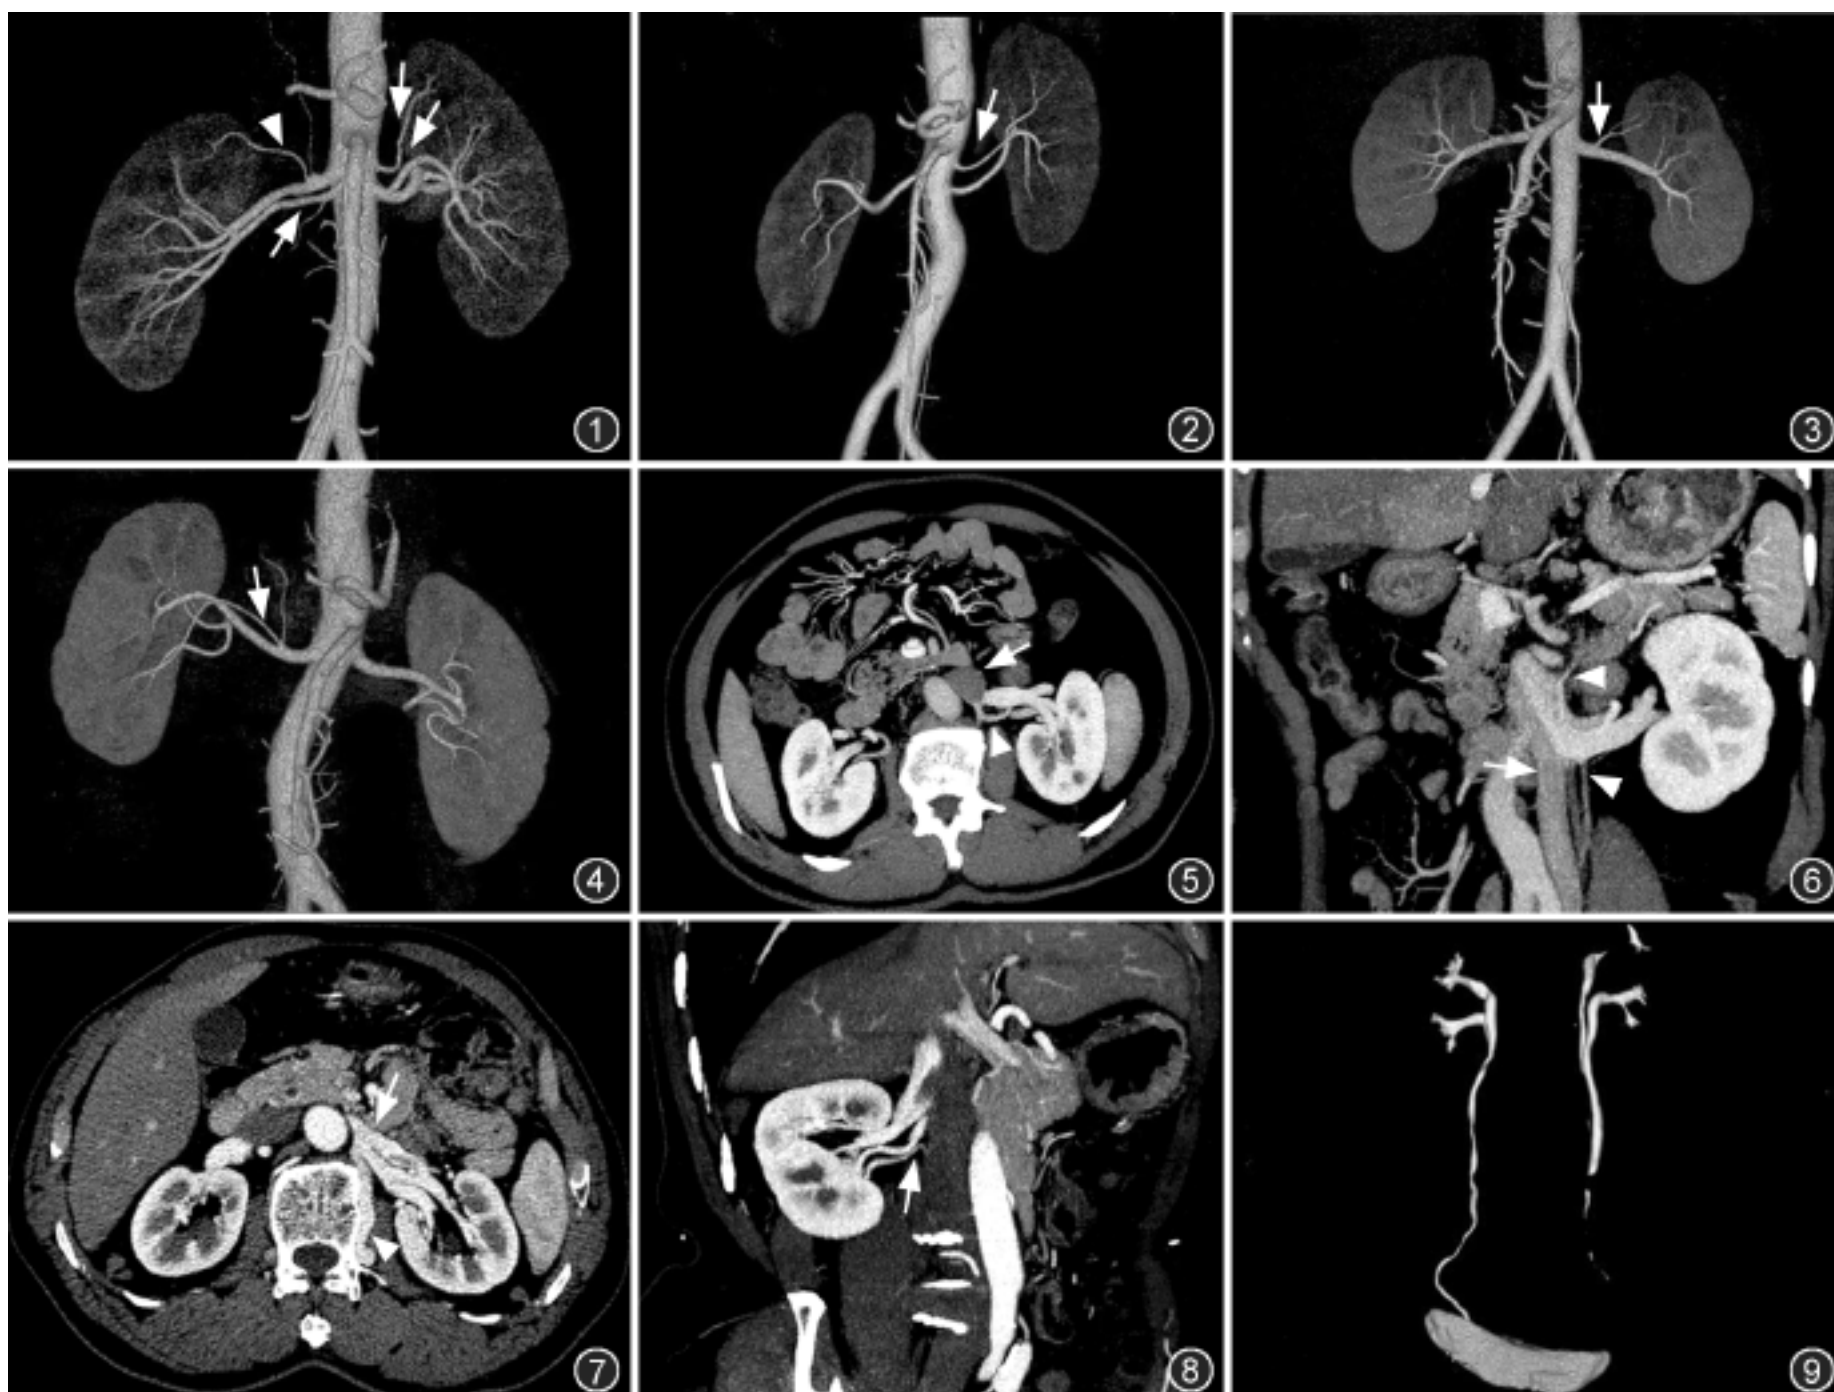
容积再现 (VR) 重组显像示左侧副肾动脉 2 条 (箭), 右侧副肾动脉 1 条 (箭), 但其上方肾动脉发出提前分支供应右肾上极 (箭头), 且右肾静脉主干较短, 行左肾切取术 图 2 VR 像示左侧副肾动脉 1 条 (箭), 右肾动脉未见异常, 行右肾切取术 图 3 VR 像示左肾动脉提前分叉 (箭), 左肾动脉主干长度约 0.9 cm。右肾动脉未见异常, 但右侧副肾静脉 1 条, 且主干较短, 仍行左肾切取术 图 4 VR 像示右肾动脉提前分叉 (箭), 右肾动脉主干长度约 1.0 cm。左肾动脉未见异常 图 5 薄层最大密度投影像示下腔静脉位于脊柱左侧 (箭), 见 1 条细小的左肾静脉分支 (箭头) 与腰静脉汇合后, 汇入左位下腔静脉, CT 血管成像 (CTA) 诊断为: 左位下腔静脉。因右肾动脉存在提前分叉, 行左肾切取术 图 6 薄层最大密度投影像示左肾静脉汇入左侧的下腔静脉 (箭), 下缘见性腺静脉汇入 (箭头), 肾上腺静脉汇入左侧下腔静脉, CTA 诊断为: 双下腔静脉。因右侧副肾动脉 1 条, 行左肾切取术 图 7 横断面薄层重组图像示肠系膜上动脉左侧左肾静脉主干长度 < 2.0 cm (箭), 且汇合处见一粗大腰静脉汇入 (箭头), CTA 诊断为: 左肾静脉汇合较晚。因右侧副肾静脉 1 条, 行左肾切取术 图 8 薄层最大密度投影像示右肾见一细小的副肾静脉存在 (箭) 图 9 VR 像示双侧不完全重复肾畸形, 因右肾副肾动脉 1 条, 行左肾切取术
